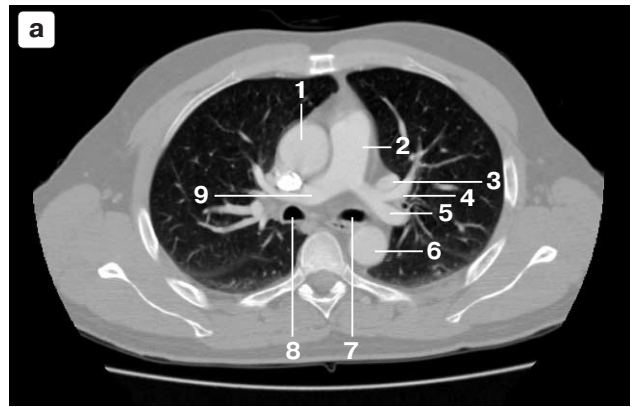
КТ с контрастным усилением: а – на уровне Th_5 , б – на уровне Th_6 , в – на уровне Th_8 . 1 – восходящая часть аорты, 2 – легочный ствол, 3 – левая верхняя легочная вена, 4 – верхнедолевая ветвь левой легочной артерии, 5 – язычковая ветвь левой легочной артерии, 6 – нисходящая часть аорты, 7 – левый главный бронх, 8 – правый главный бронх, 9 – правая легочная артерия, 10 – нижнедолевая ветвь правой легочной артерии, 11 – правый нижнедолевой бронх, 12 – нормально сформированный левый нижнедолевой бронх, отсутствие нижнедолевой ветви левой легочной артерии, 13 – левая нижняя легочная вена, 14 – aberrантный сосуд, кровоснабжающий нижнюю долю.
